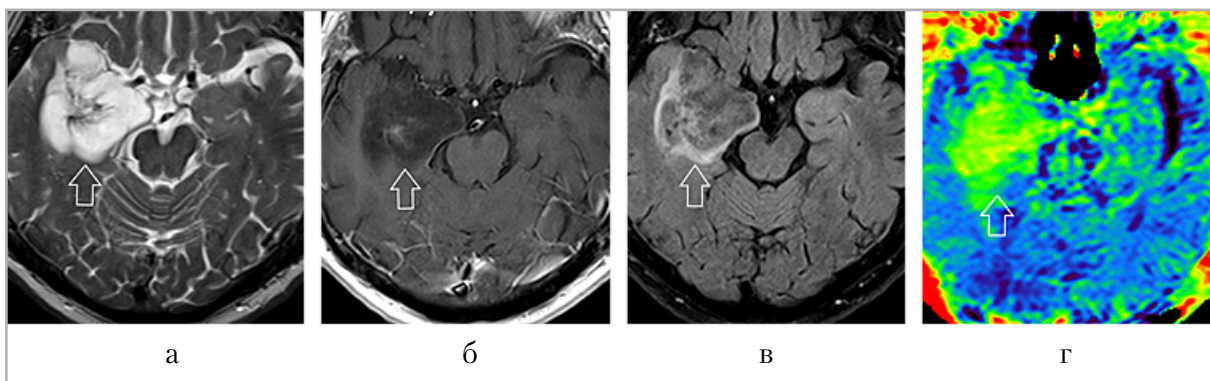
Мужчина, 70 лет. МР-изображения головного мозга: *а* — T2-взвешенные изображения; *б* — T1-взвешенные изображения после контрастного усиления; *в* — T2-FLAIR-взвешенные изображения пациента; *г* — изображения, взвешенные по амидному протонному переносу. На МР-изображениях головного мозга объемное образование в правой височной доле (*стрелка*) — олигодендроглиома Grade 3, IDH-mutant, коделеция 1p/19q+, ICD-O code 9450/3, с симптомом T2/T2-FLAIR несоответствия, с неоднородным накоплением контрастного препарата в центральных отделах, умеренным неоднородным повышением сигнала на АПП-взвешенных изображениях; нормализованное максимальное значение КСА в периферической части — 2,53
